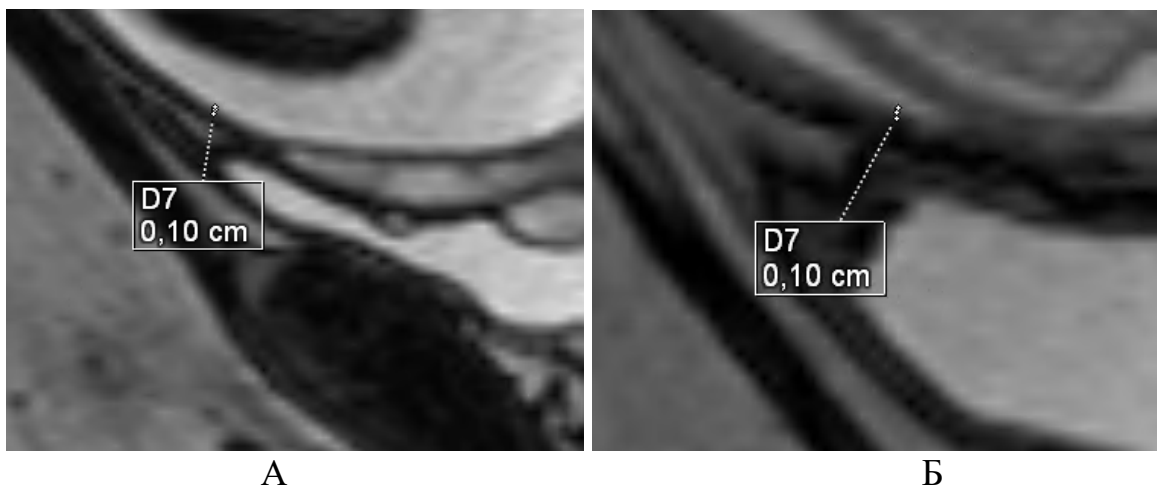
Пациентка Б., 29 лет (И/б 352/АК2023), срок гестации 38 недель (А) ; Пациентка К., 41 год (И/б 1545/АК2023), срок гестации 38 недель (Б). Trufi. МРТ нижнего сегмента матки у беременной без рубца (А) и у беременной с рубцом (Б)
